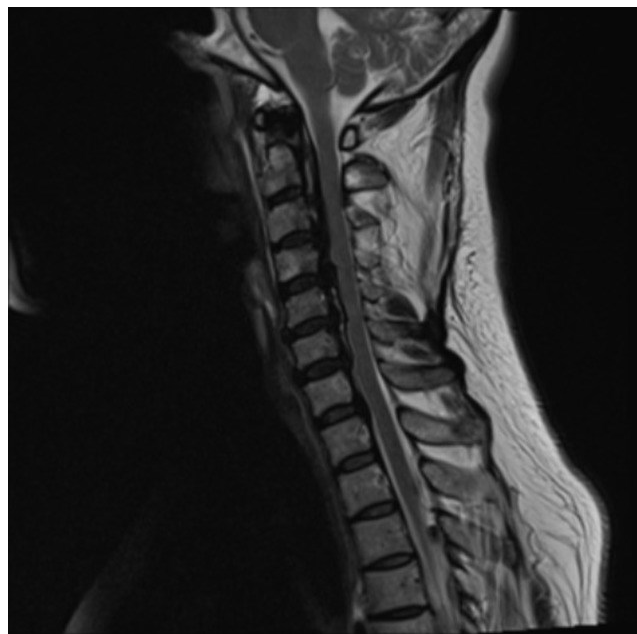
Die sagittale T2-gewichtete MRT-Schicht zeigt eine mehrsegmentale OPLL mit deutlich reduzierter bis fehlender Darstellung des Liquors im Subarachnoidalraum von C1-C7 als Zeichen einer Myelonkompression.
